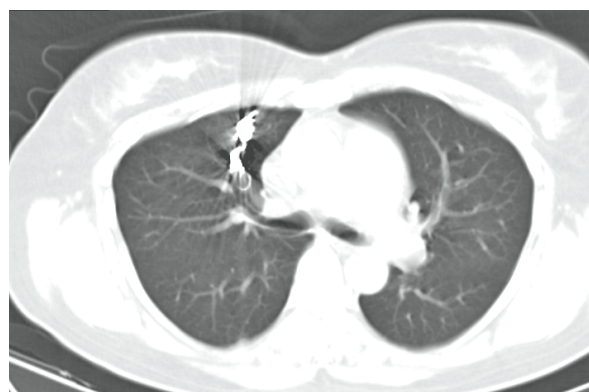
Контрольная МСКТ от 03.11.2017. Определяется эмболизат из спиралей СООК, в проекции бывшей артериовенозной аневризмы. Перифокально, сообразно бывшей аневризме, визуализируется воздушная киста. Кровоток по приводящему сосуду и контрастирование в проекции бывшей артериовенозной аневризмы отсутствуют
